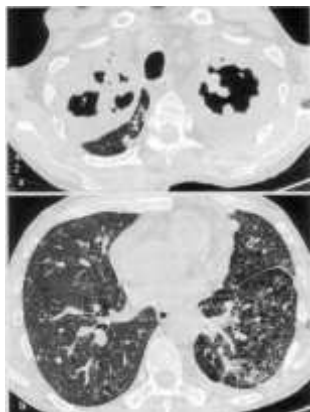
46-jähriger männlicher Patient mit einer massiven Destruktion beider Oberlappen bei ausgedehnter Kavernenbildung (a). Zusätzlich sind in der CT im Bereich der basalen Lungenabschnitte beidseits (rechts mehr als links) typische „Tree-in-bud-Verbindungen“ als Hinweis auf eine endobronchiale Streuung nachweisbar (b) (Eisenhuber u.a. 2007, 396)
